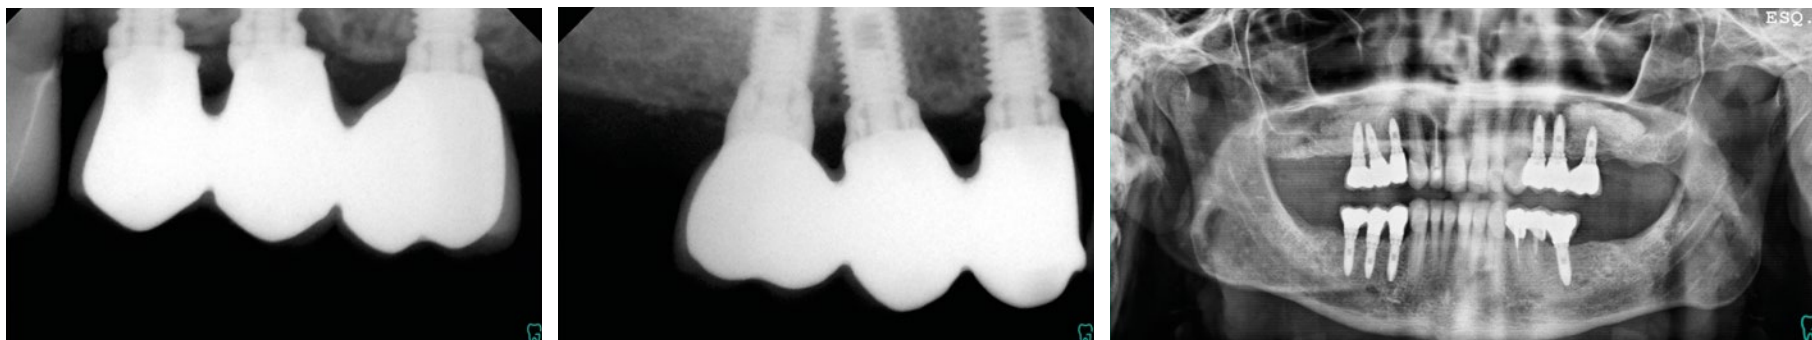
Radiografia periapical de controlo (18 meses).
